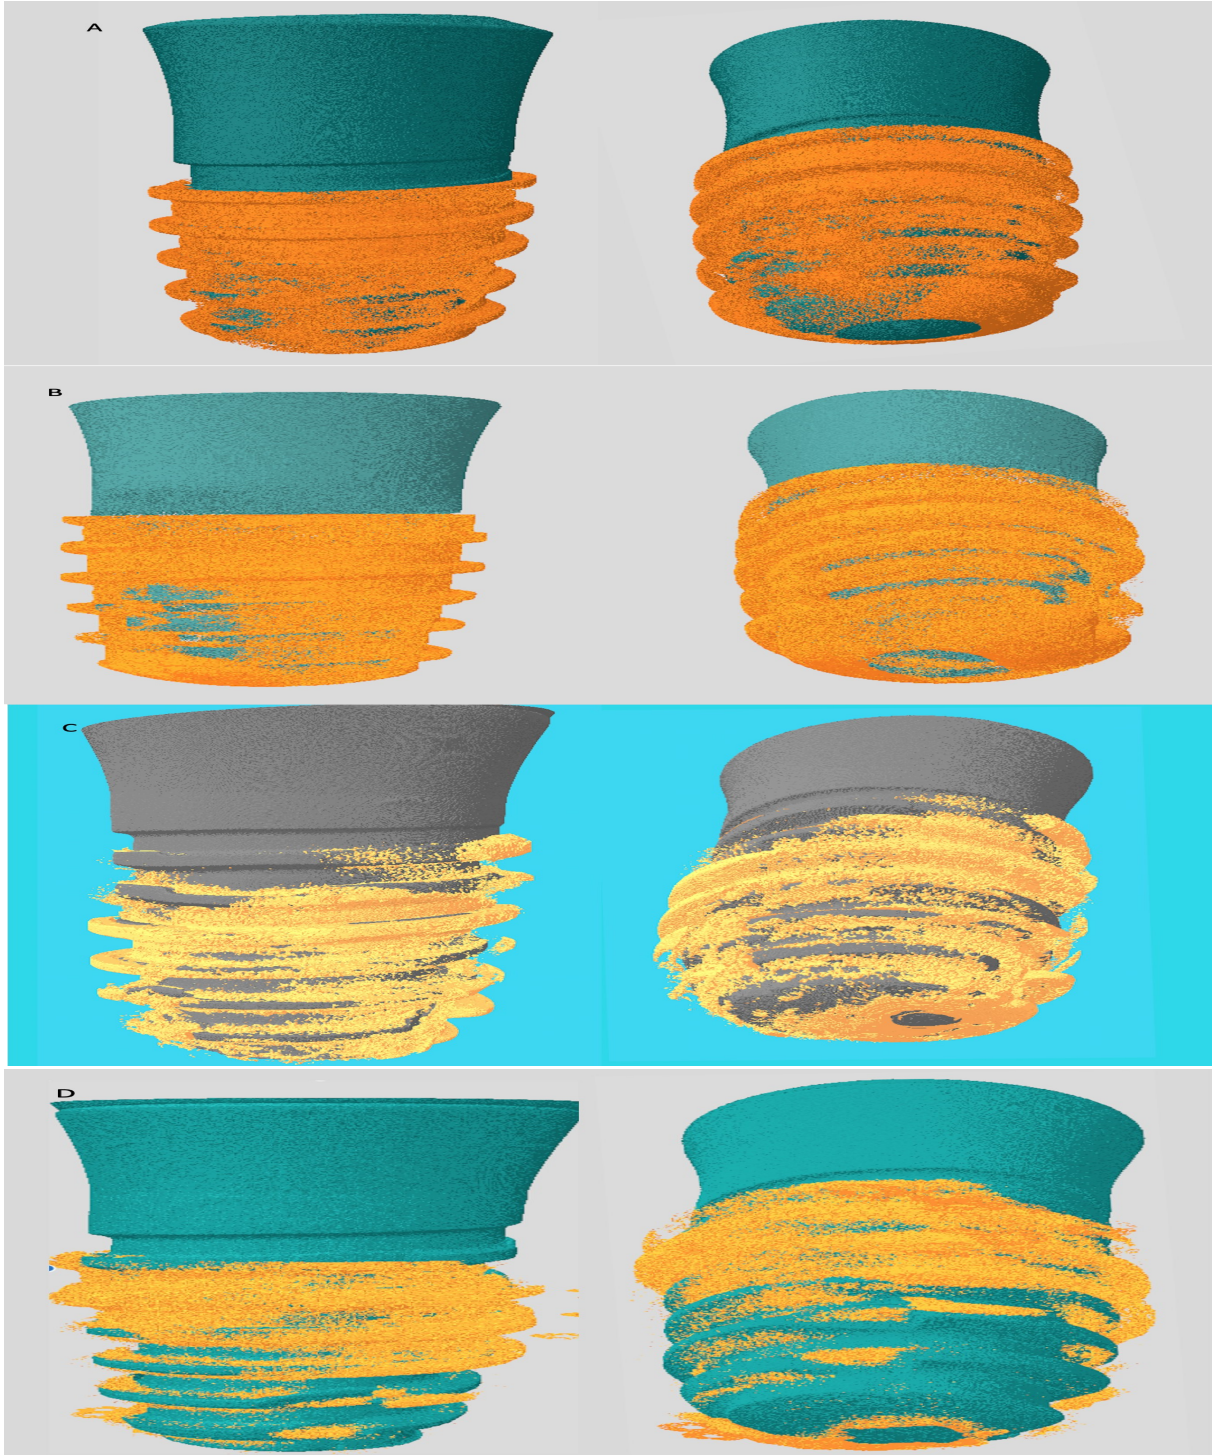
Mikro-BT taramalarından elde edilen koronal (X-Z), transaksiyel (X-Y) ve sagittal (Z-Y) kesitlerden görüntüler. A: Grup yalancıOVX, B:Grup OVX, D: Grup OVX
